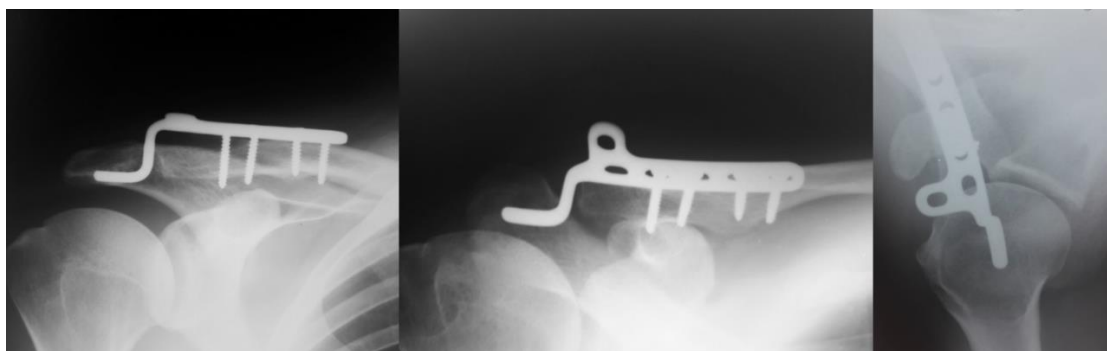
Рентгенографія акроміально-ключичного суглоба (пряма проекція, проекція 30 градусів та аксіальна проекція) – невірне розташування Hook-пластини в акроміально-ключичному суглобі.
